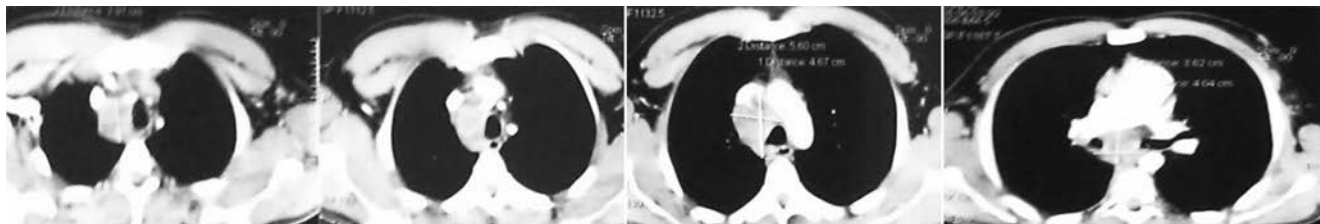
КТ органов грудной полости от 08.09.2016
